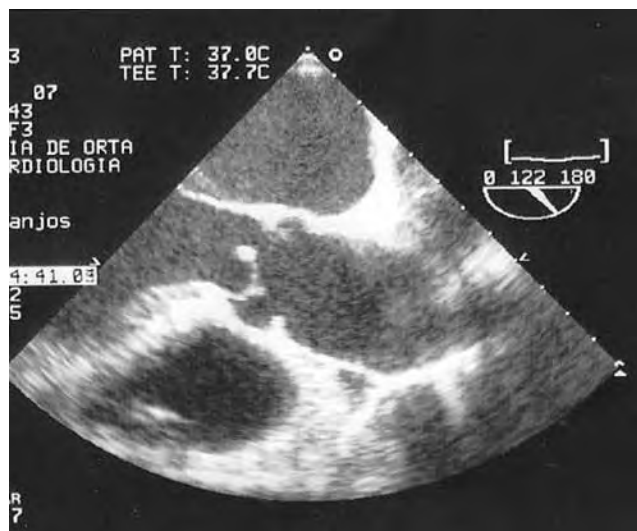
Imagem de ecocardiograma transesofágico evidenciando imagens ecogênicas compatíveis com vegetações, aderentes à face ventricular dos folhetos coronário esquerdo e não coronário da válvula aórtica.
